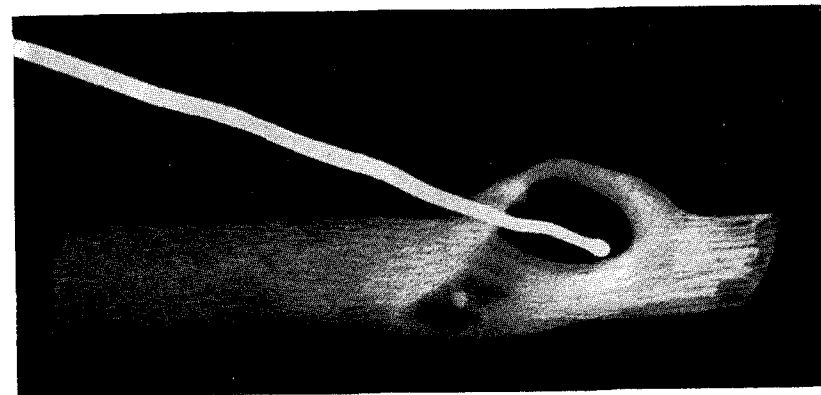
Костное кольцо, образованное восстановившимся ребром. Внутреннее отверстие кольца открывалось торако-бронхиальный свищ, в наружное отверстие которого введен зонд. Рентгенограмма удаленной во время операции части ребра.
